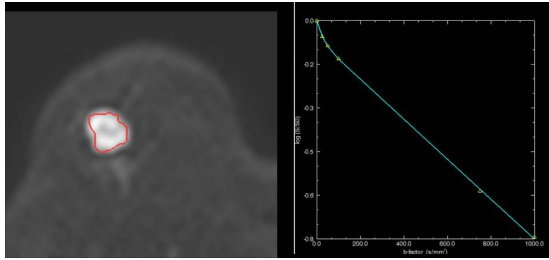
Multi b factor DWI、IVIM パラメータ解析
